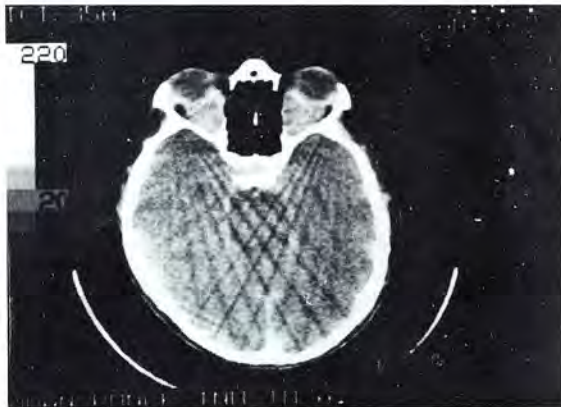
TAC tras colocar medio de contraste endovenoso.
